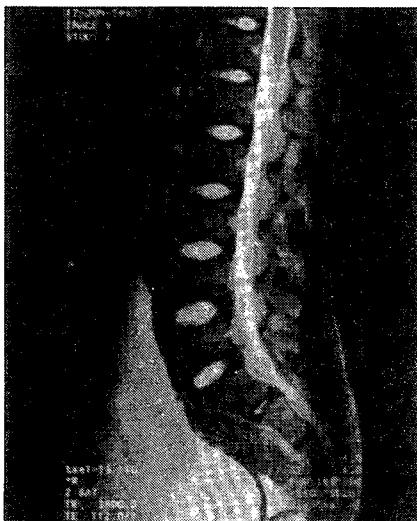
An MRI scan of the spine is normal but note the large bladder.
